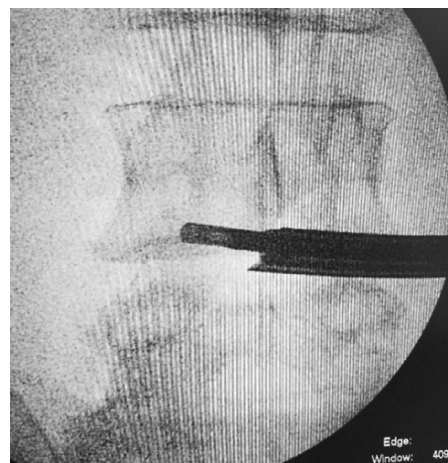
Рентген-контроль положения рабочей канюли и инструмента на контралатеральной стороне.
